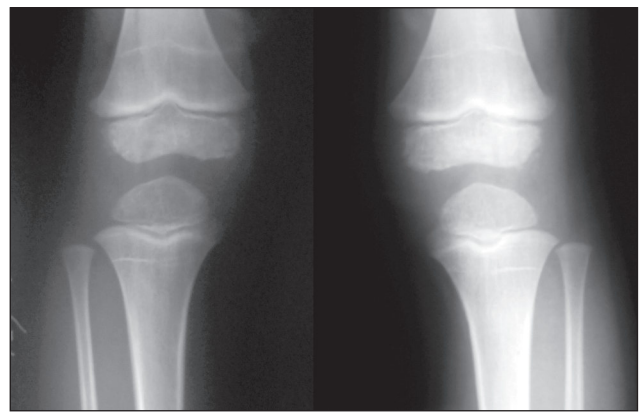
Рентгенограма хворого Г.З.
